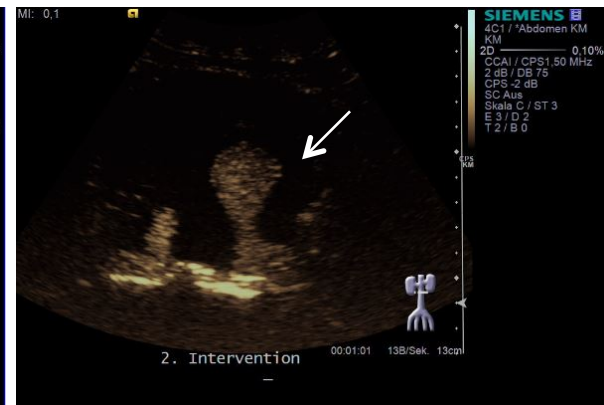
CEUS - Kontrolle 1 Jahr nach CT-Intervention → großregredientes pEL (weißer Pfeil)
